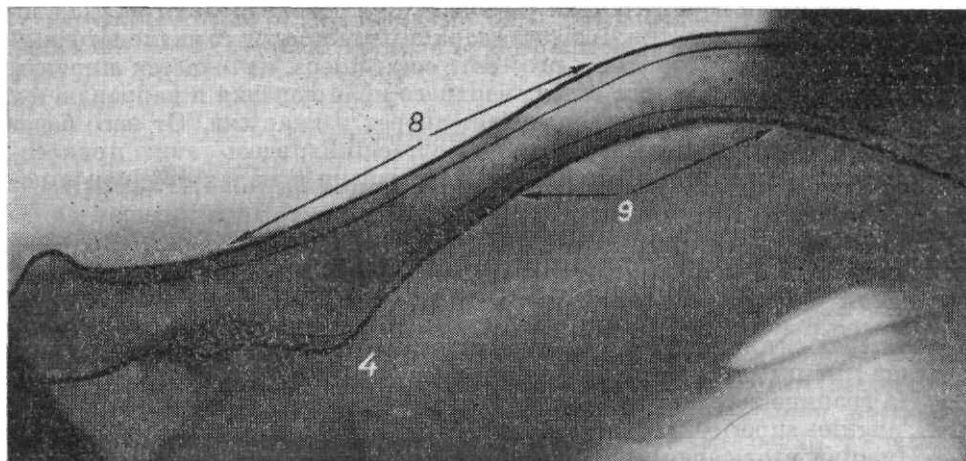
Рентгенограмма ключицы в аксиальной проекции 4 — конический бугорок; 8 — передняя поверхность тела; 9 — задняя поверхность.
